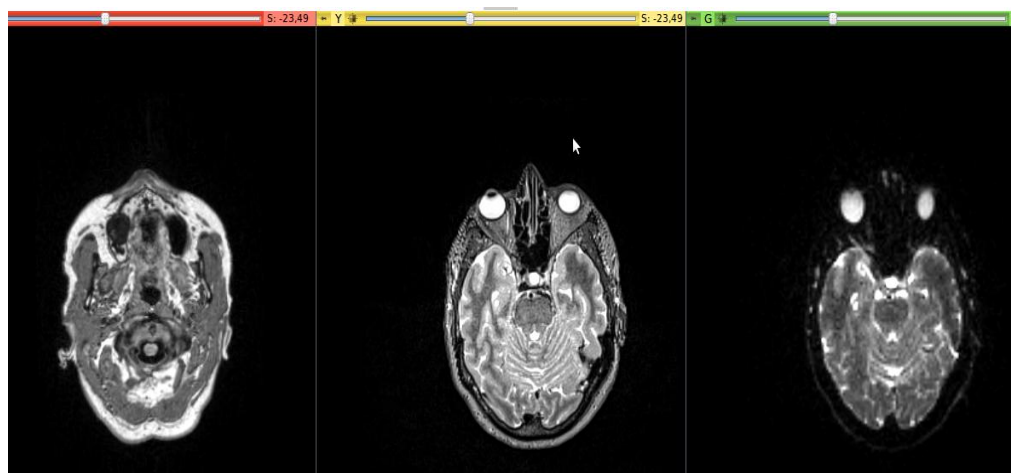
Visualização de planos axiais de um cérebro na imagem ponderada T1 (esquerda), imagem ponderada T2 (meio) e DWI (direita), usando a aplicação *Slicer*.
